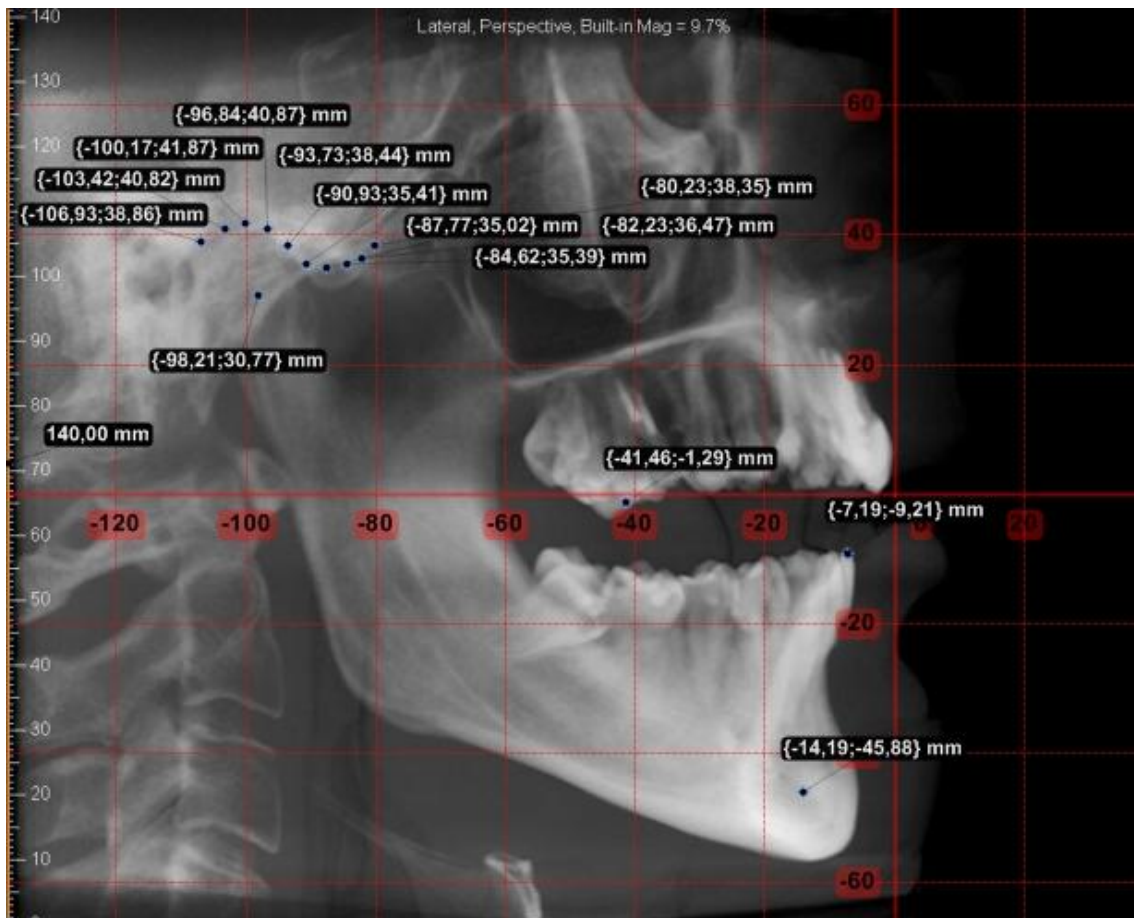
Mediciones realizadas sobre la radiografía del sujeto con el programa Kinovea.
